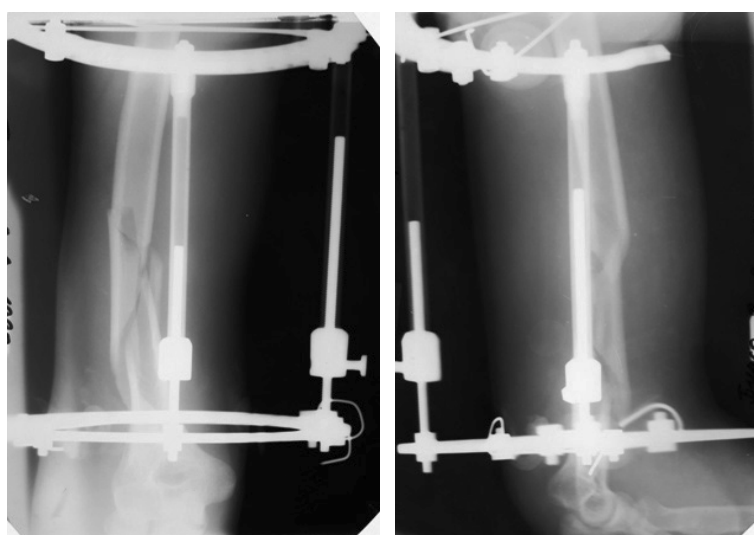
Больной Б., 26 лет (12 С-1). Интраоперационные рентгенограммы этапа закрытой репозиции
